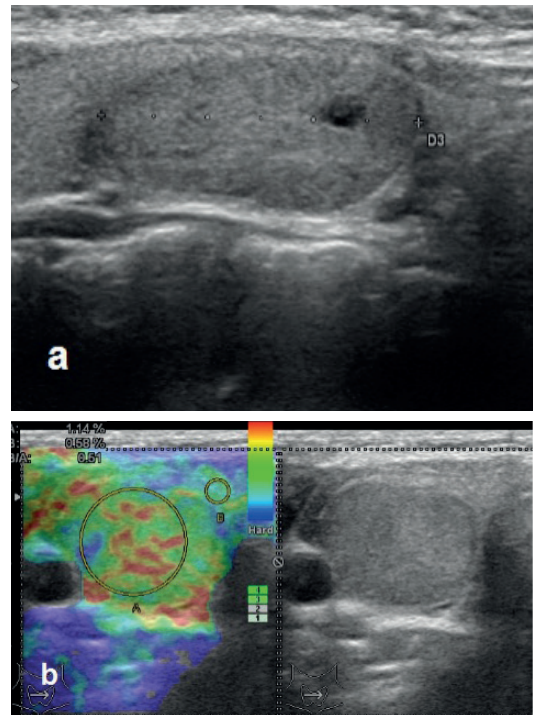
a. Sol lob lateralde kalın ve düzensiz hipoeoik halolu izoeoik folliküler tiroid kanseri, b. Sağ lobu dolduran karışık-baskın olarak solid makrokalsifikasyon içeren kalın ve düzensiz hipoeoik halolu izoeoik folliküler tiroid kanseri, c. Sağ lob posteriorda düzgün sınırlı hipoeoik folliküler tiroid kanseri, d. Sağ lobu dolduran düzgün sınırlı mikro ve makrokalsifikasyonlar içeren hipoeoik folliküler tiroid kanseri gri skala ultrasonografi ve elastosonografi görünümü
